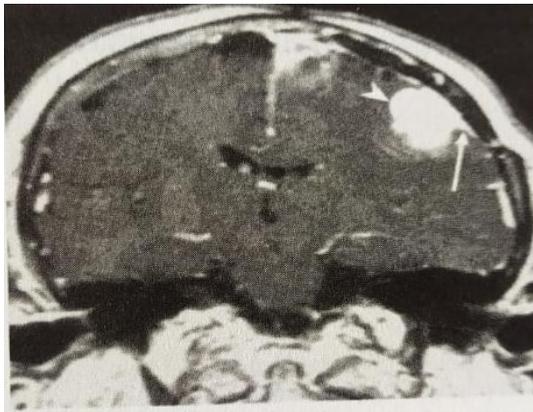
CT Scan* dengan kontras
